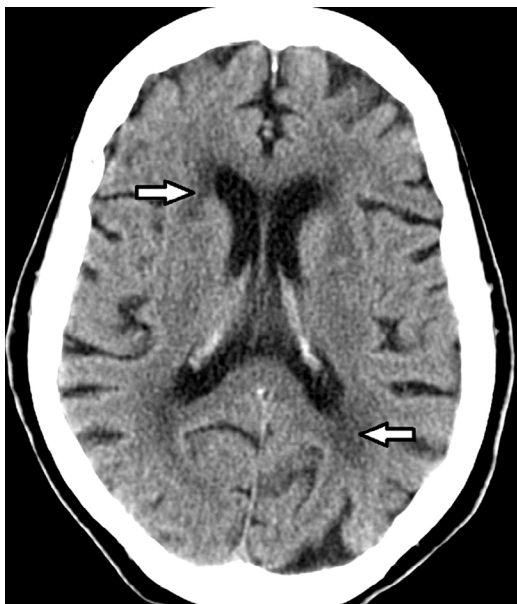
Tomografía computada de cerebro muestra hipodensidad periventricular (flechas) en un paciente añoso.
